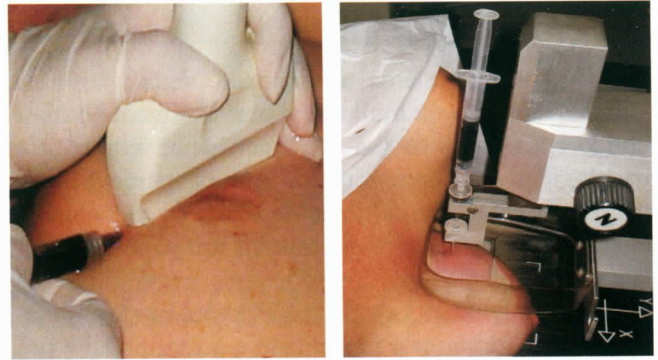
Marcação guiada por USG e mamografia.
